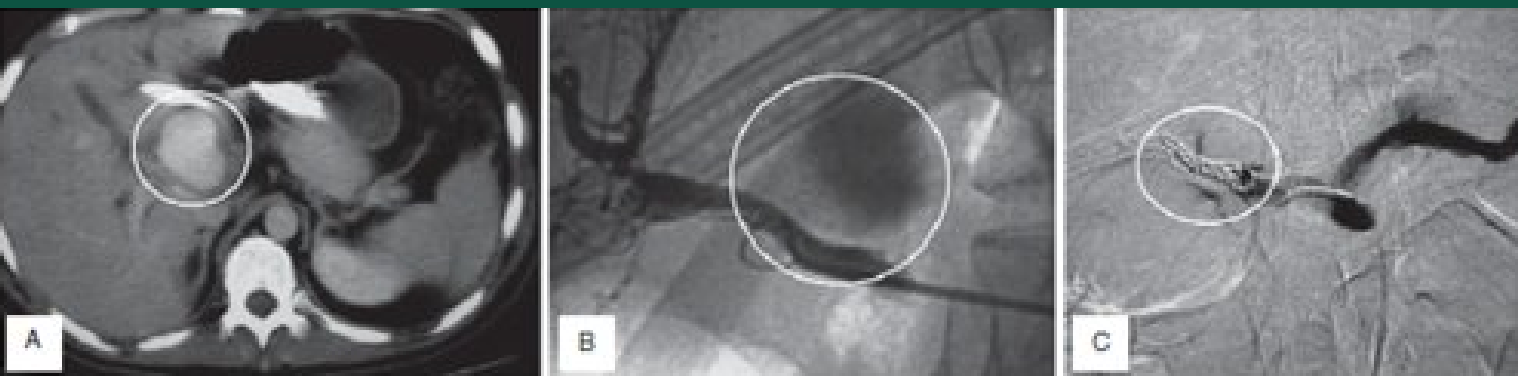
Травма печени: на КТ выявлена большая псевдоаневризма печеночной артерии, подтвержденная на ангиографии и успешно эмболизирована.
